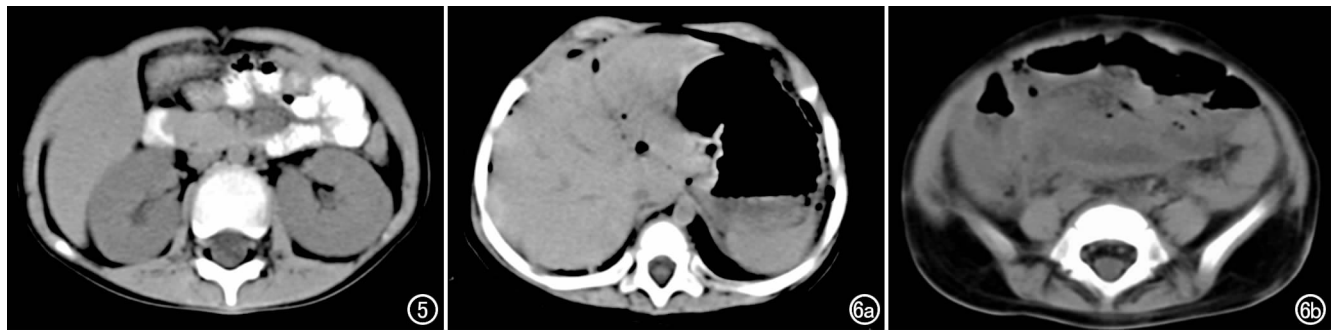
男, 6 岁, HSP 肾脏损害。CT 平扫示双肾弥漫性增大, 皮髓质界限不清, 肾实质密度减低, 受累肠管未在同层面显示。
